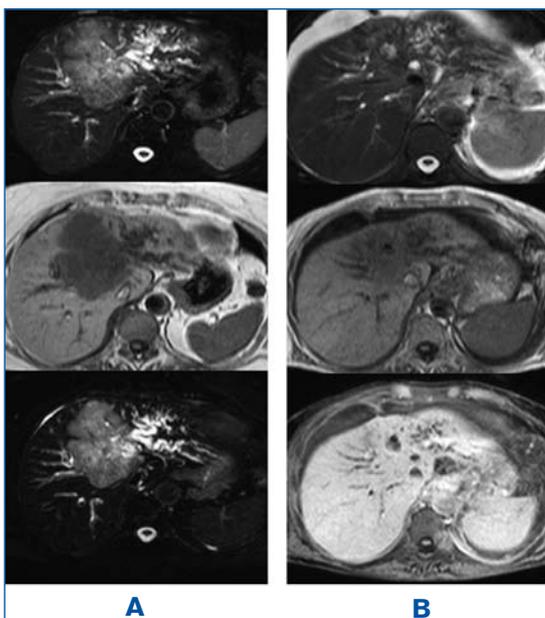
MRT einer 79-jährigen Pat. m. HCC (9 cm), Cholestase d. li. Leberlappens. (A) vor CT-gestützter Brachytherapie, (B) 9 Monate nach Therapie zeigen sich nur noch narbige Residuen.
